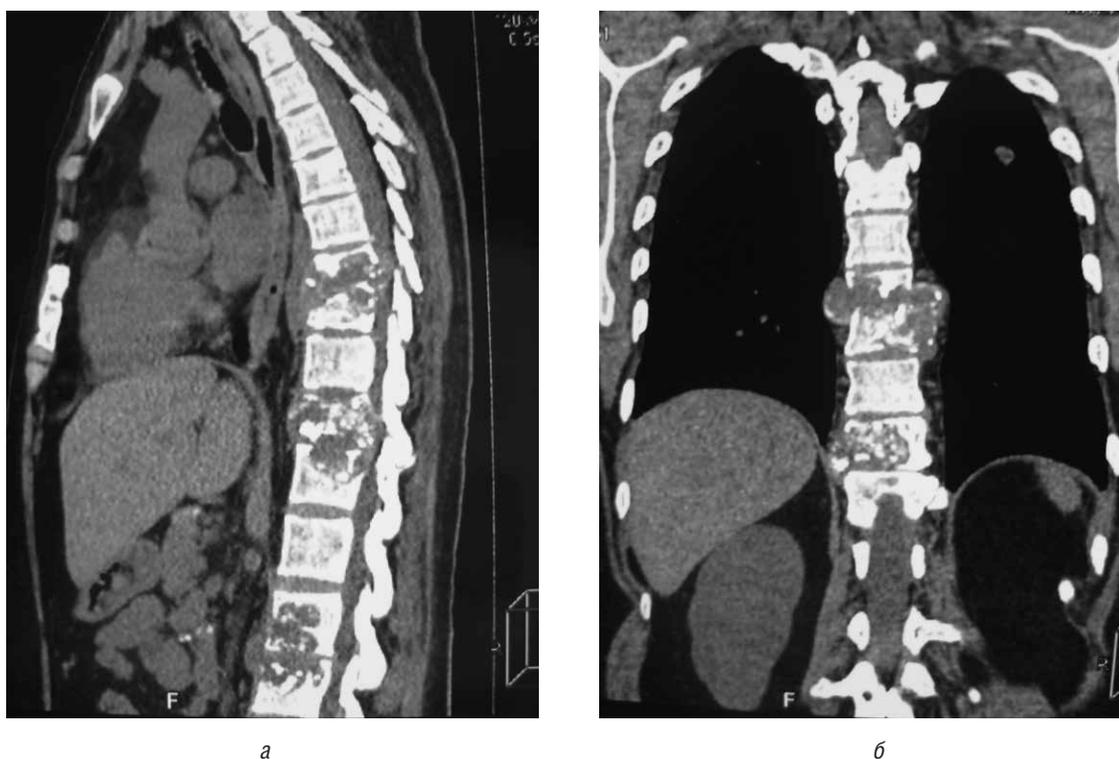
Многоуровневое туберкулезное поражение грудного и поясничного отделов позвоночника у больного С., 28 лет. Компьютерная томограмма, прямая (а) и боковая (б) проекции. Имеется деструкция тел позвонков Th_{VII-X}, Th_{XII-L1}, L_{III-IV}, контактная деструкция тел Th_{VIII}, Th_{IX} с формированием двусторонних паравертебральных, эпидуральных и псоас-абсцессов
